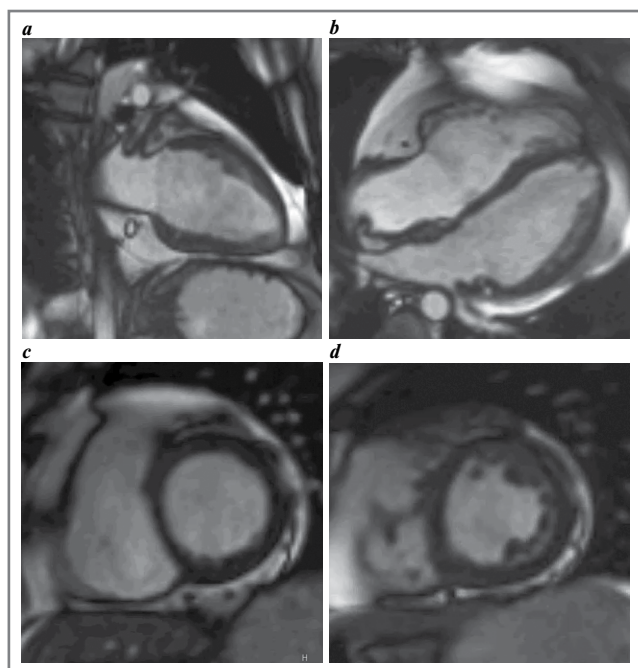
МРТ сердца, кино-МРТ, фаза конечной диастолы: *a* – 2-камерная длинная ось ЛЖ; *b* – 4-камерная длинная ось ЛЖ; *c, d* – короткая ось ЛЖ через базальный и средний сегменты.
